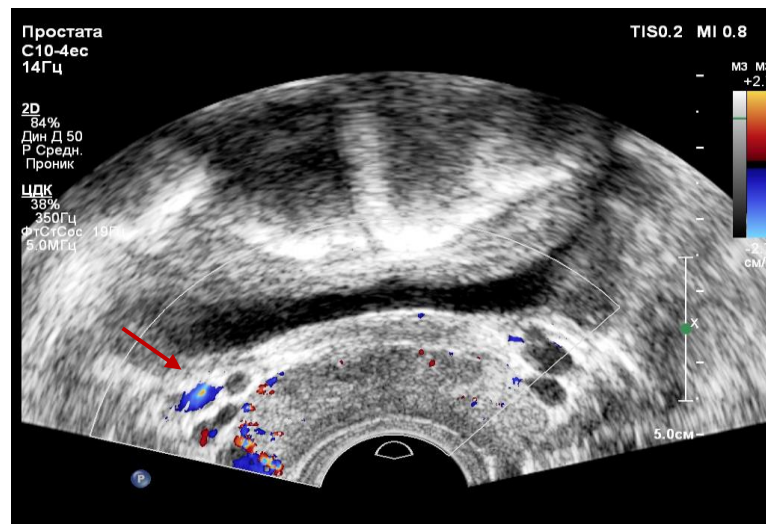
Эхограмма трансректального УЗИ. В-режим+ЦДК (поперечное сечение). Окрашивание просвета парапростатических вен справа (стрелка)
